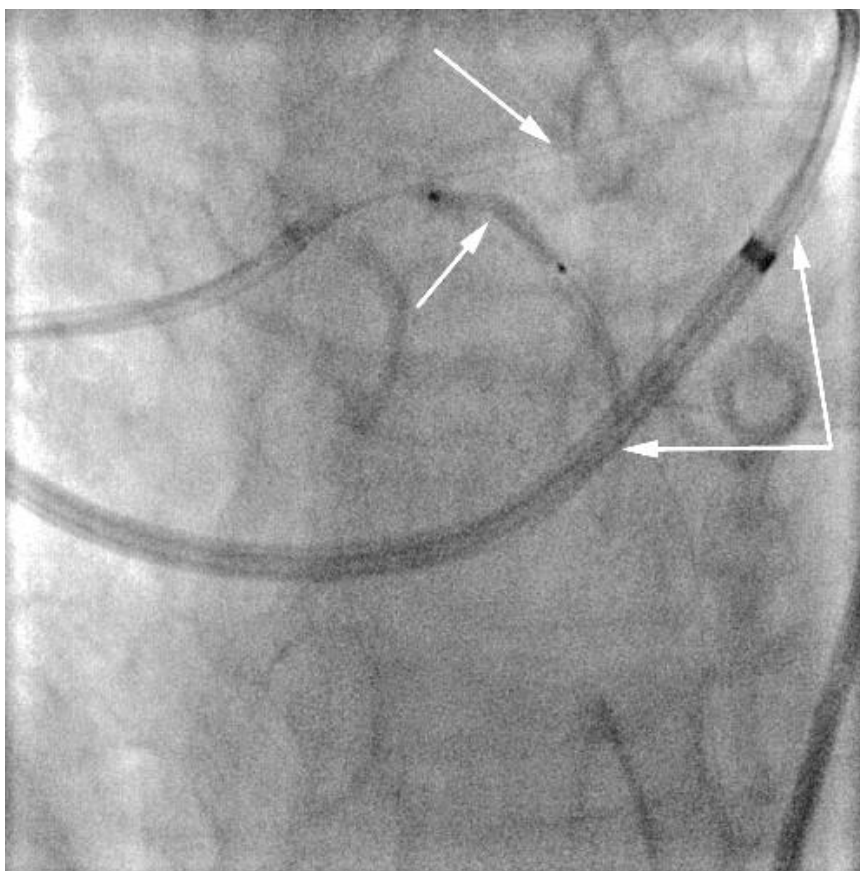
Продленная по времени (в течение 30 секунд) ангиопластика устья ПНА с небольшим выходом в СЛКА без ретроперфузионной поддержки: стрелками показана инфляция баллонного катетера в области СЛКА-ПНА, стрелкой показан коронарный проводник для защиты ОА, стрелкой показана доставочная система с ретроперфузионным баллоном в коронарной венозной системе сердца (ретроперфузия не инициирована).
